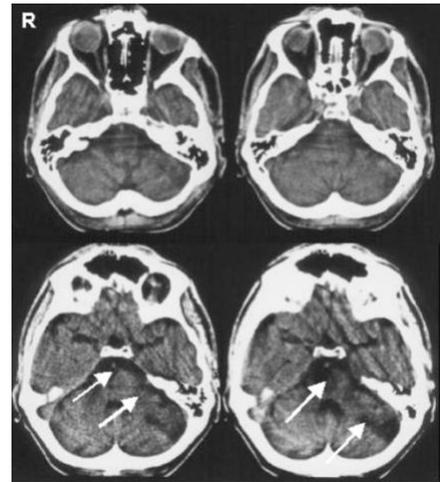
Kraniale CT eines 39-jährigen Patienten einige Wochen nach einem Infarktereignis
